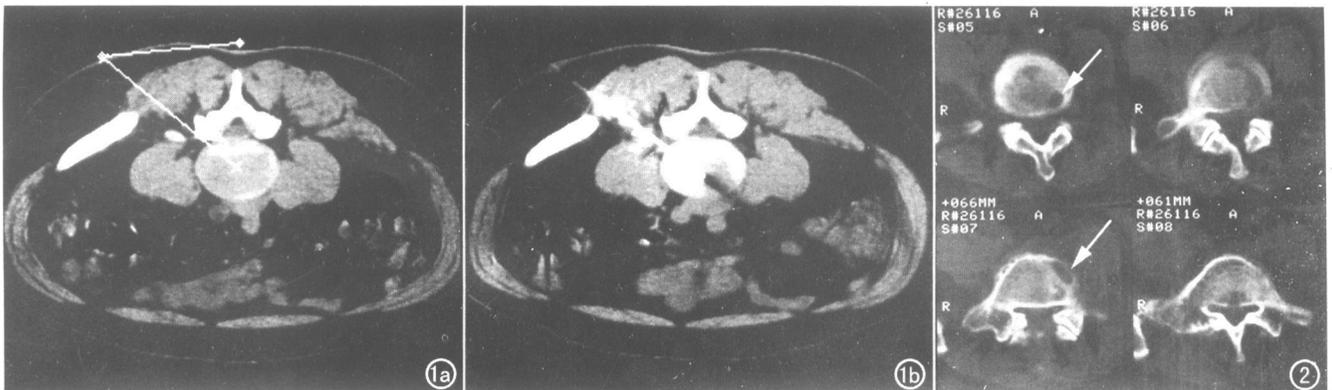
a) CT 引导下 PLD 术前穿刺参数测量; b) 根据穿刺参数穿刺后再扫描,见针尖位置正常。图 2 X-PLD 术后椎间盘感染,可见局部骨质破坏(箭),软组织肿胀。
